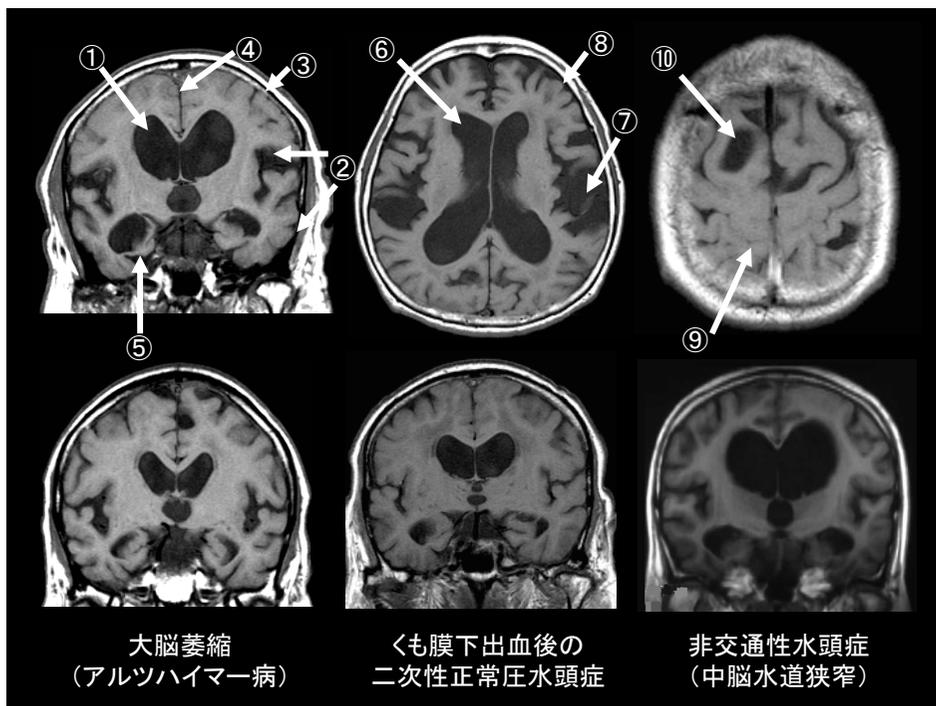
特発性正常圧水頭症に特徴的なMRI所見(上段)および、大脳萎縮、二次性正常圧水頭症、非交通性水頭症との対比(下段)。
